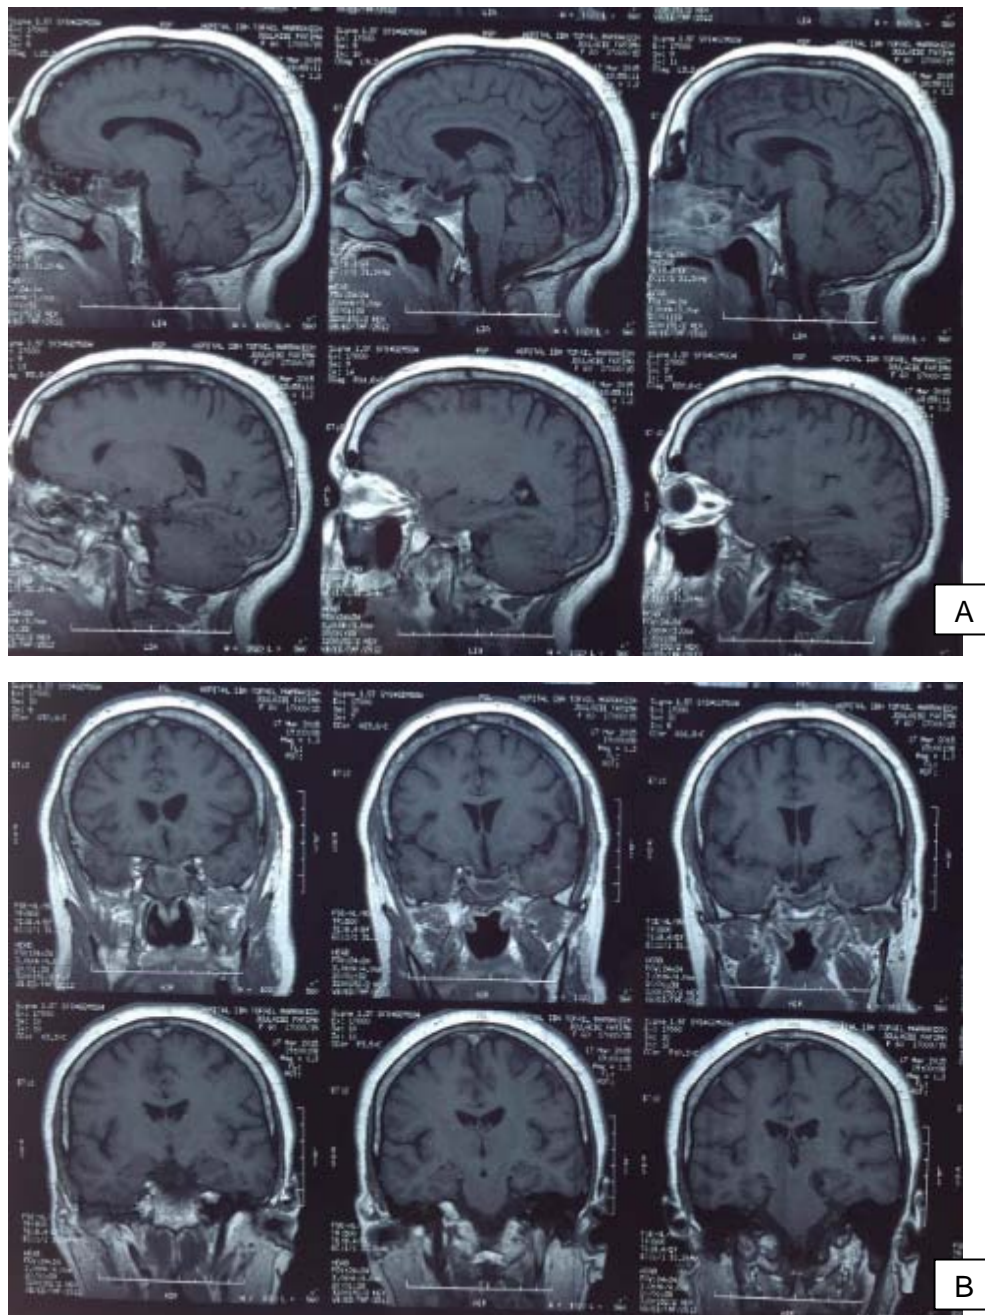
IRM hypophysaire post opératoire d'un macroadénome sellaïre et supra sellaïre objectivant un remaniement de la loge sellaïre sans résidu tumoral visible
